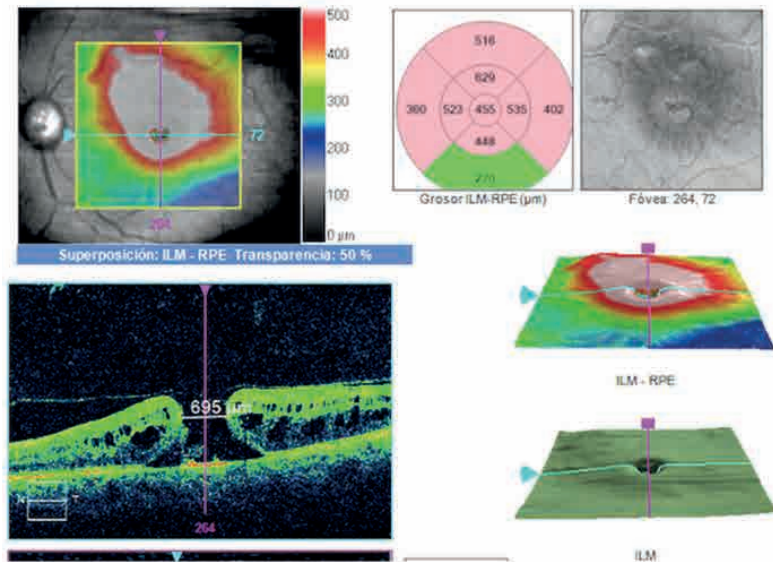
OCT (tomografía de coherencia óptica) de trombosis venosa de rama temporal superior con gran edema del área afectada y agujero macular secundario.
